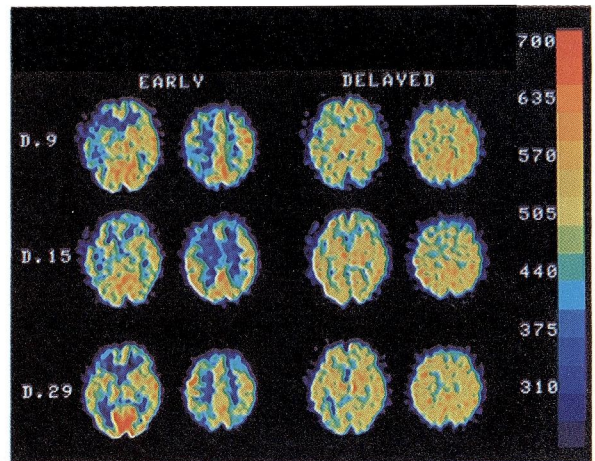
B Case 4 : Three serial <sup>123</sup>I-IMP SPECT studies. On Day 8, when the patients was aphasic with right hemiplegia, the early image showed a moderate hypoactive area on the left, and the delayed image revealed a incomplete redistribution. On Day 13, improvement of regional activity was noted on the early and delayed images following neurological recovery.
